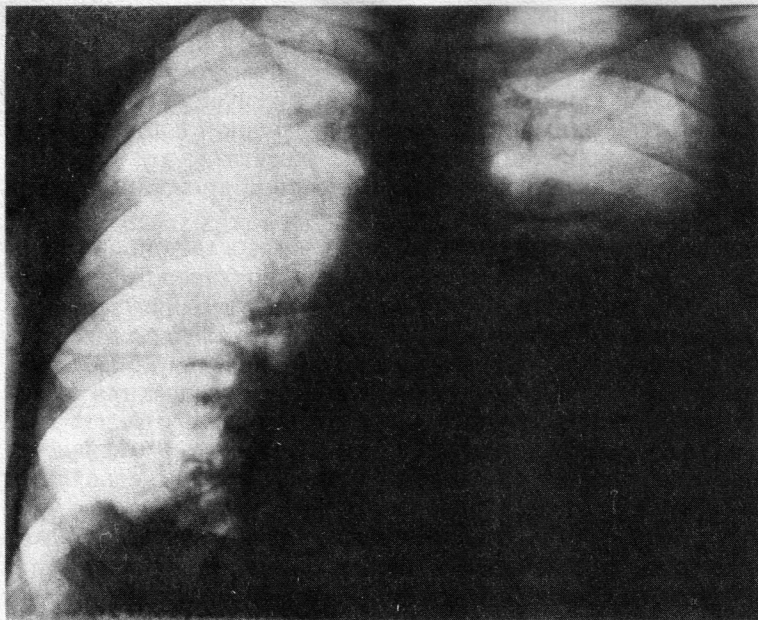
Рентгенограмма. Левосторонний экссудативный плеврит.
